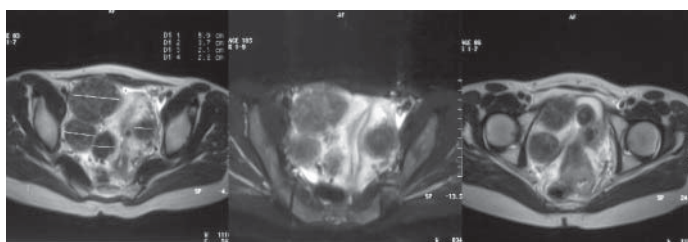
Rezonanța magnetică nucleară. Miom uterin multiplu
